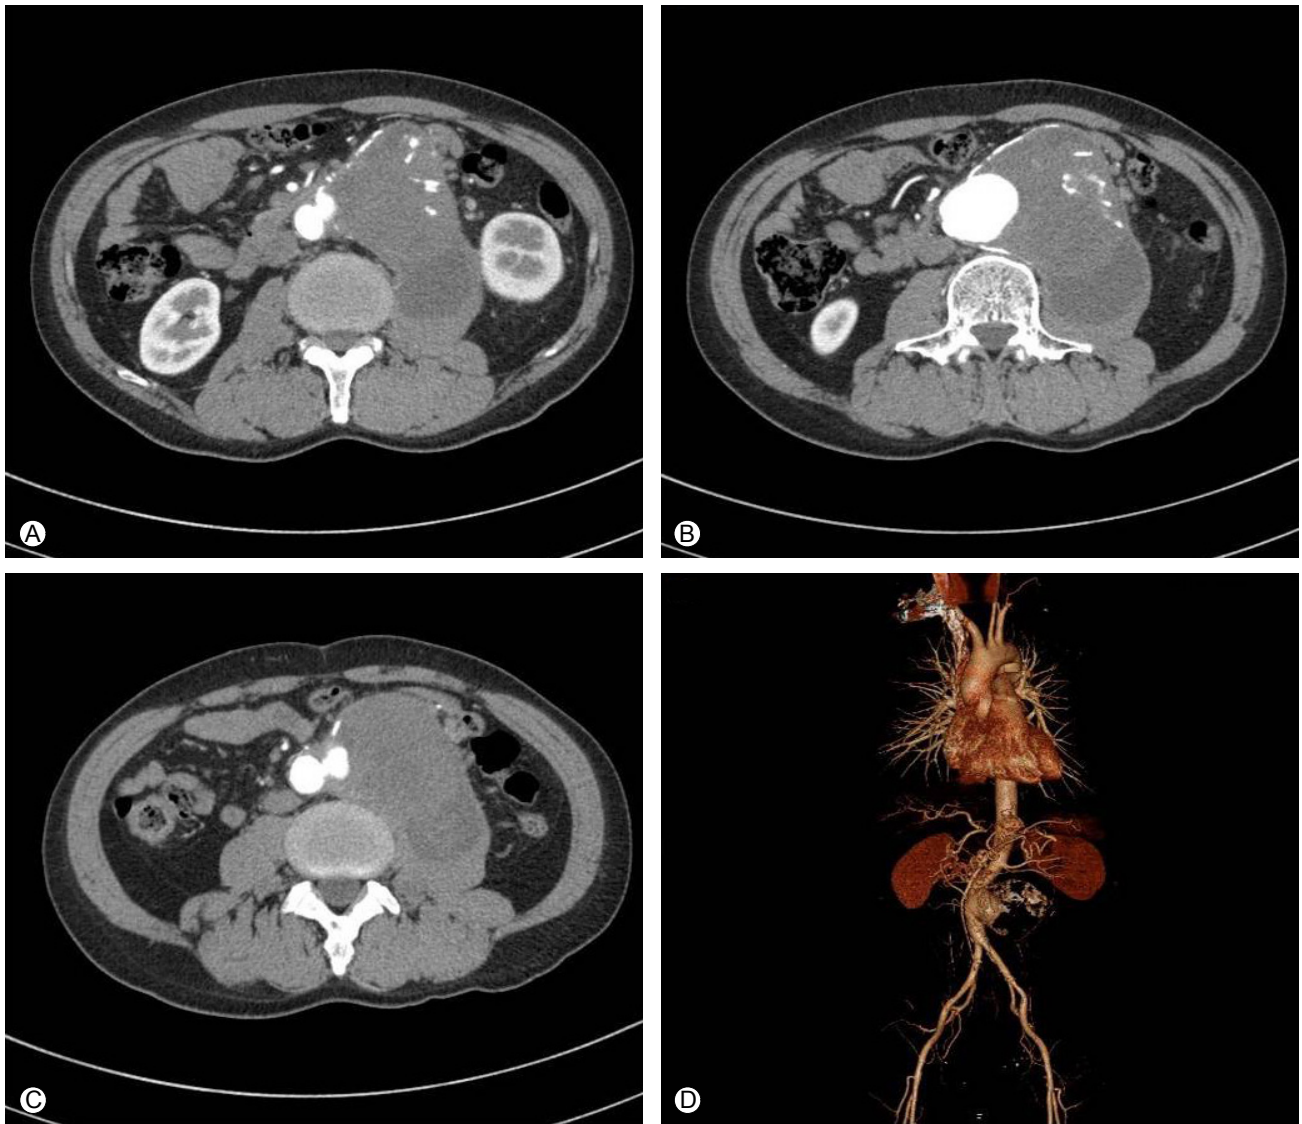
Computed tomography (CT) image (A-C) and reconstructed three-dimensional (3-D) image (D) showing a dilatated aorta due to an infrarenal type abdominal aortic pseudoaneurysm about 11 cm in diameter.
